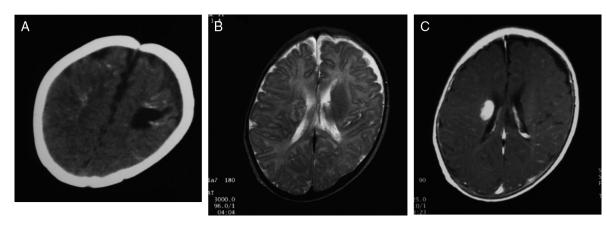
4か月女児 新生児単純ヘルペス脳炎再燃 HSV-2 A: CT. B: T2 強調画像。C: 造影後 T1 強調画像。正常満期産で出生。生後 3 週間目に痙攣で発症。一度寛解したが、4 か月後に再度痙攣をきたした。CT にて、左中心溝周囲皮質下白質に嚢胞性変化を認め、皮質に石灰化を伴う。石灰化は対側にもみられる。病変部は T1 強調画像で不均一な高信号を、T2 強調画像で低~高信号を示している。造影後 T1 強調画像にて増強効果を認める。
